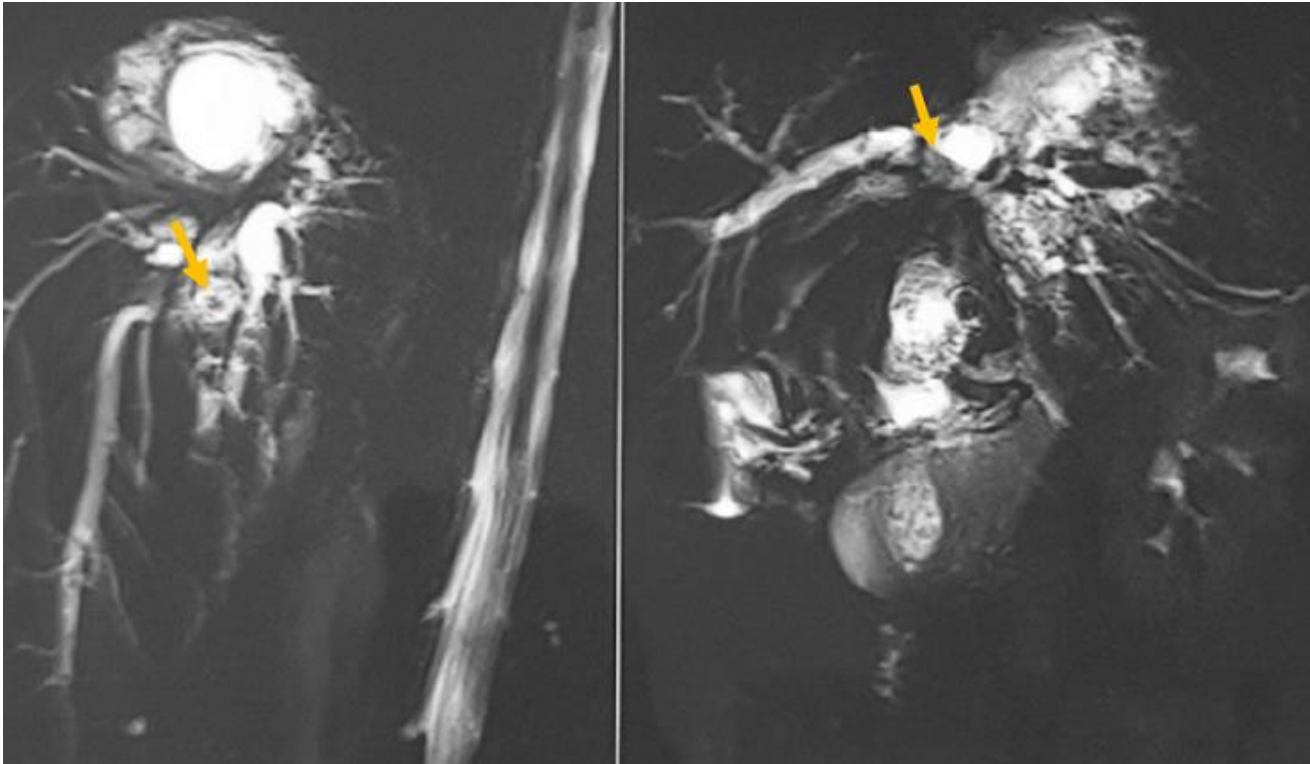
reconstruction 3D d'une Bili-IRM montrant une dilatation des voies biliaires intra-hépatiques qui renferment un matériel endoluminal (flèche jaune)
